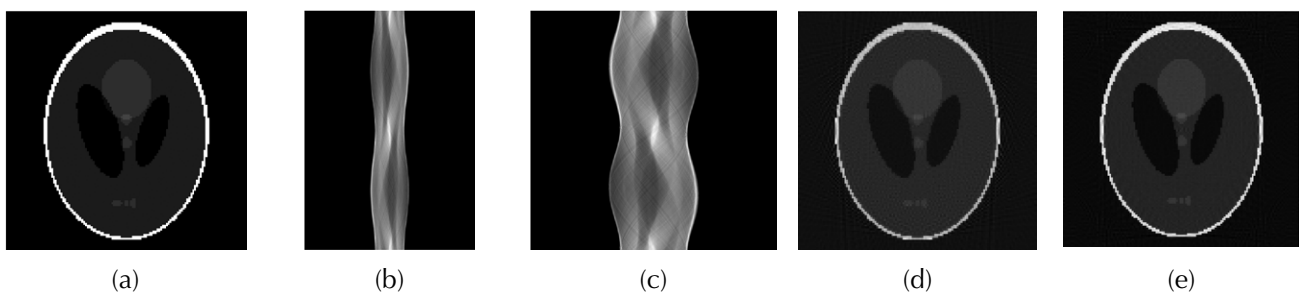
Simulación CT. (a) Imagen fantasma de referencia. (b) Sinograma geometría en paralelo. (c) Sinograma geometría en abanico. (d) Reconstrucción con geometría en paralelo. (e) Reconstrucción con geometría en abanico
